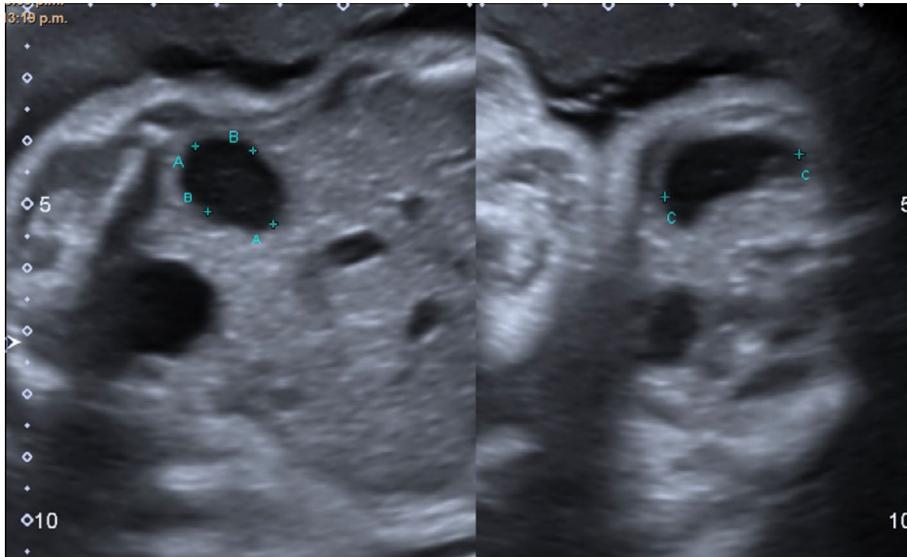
Ecografía semana 29 prenatal: imagen anecoica de bordes regulares de $17,4 \times 12 \times 22,3$ mm de diámetro, con contenido de ecos finos en su interior.
